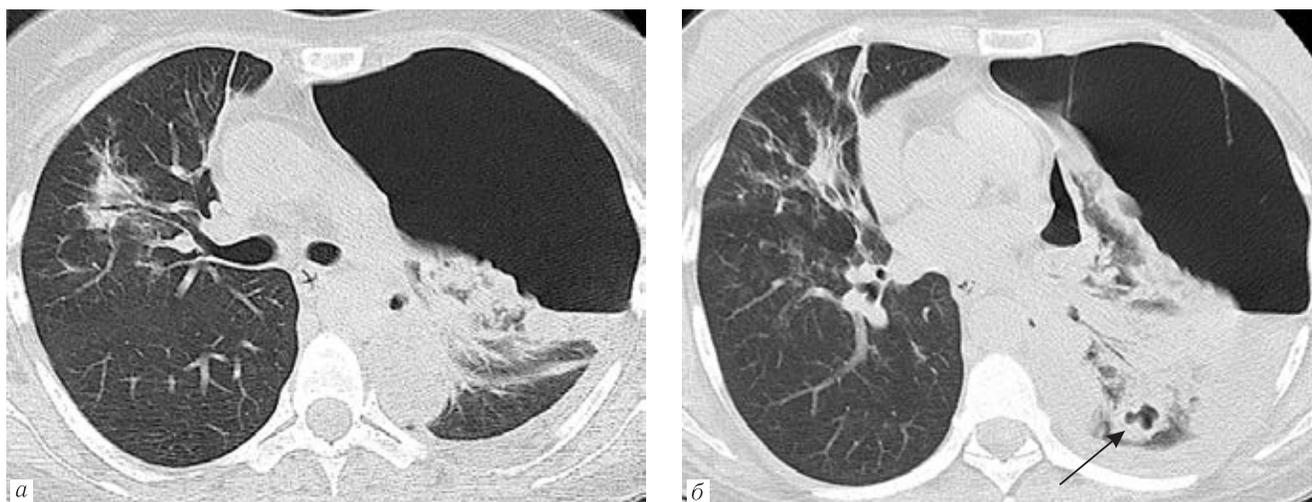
МСКТ ОГК больной Т., 42 года. Диагноз: ВИЧ-инфекция, 4Б стадия, COVID-19, через 14 дней от начала заболевания, деструктивная пневмония слева (стрелка), напряженный пневмоторакс слева (а, б)
